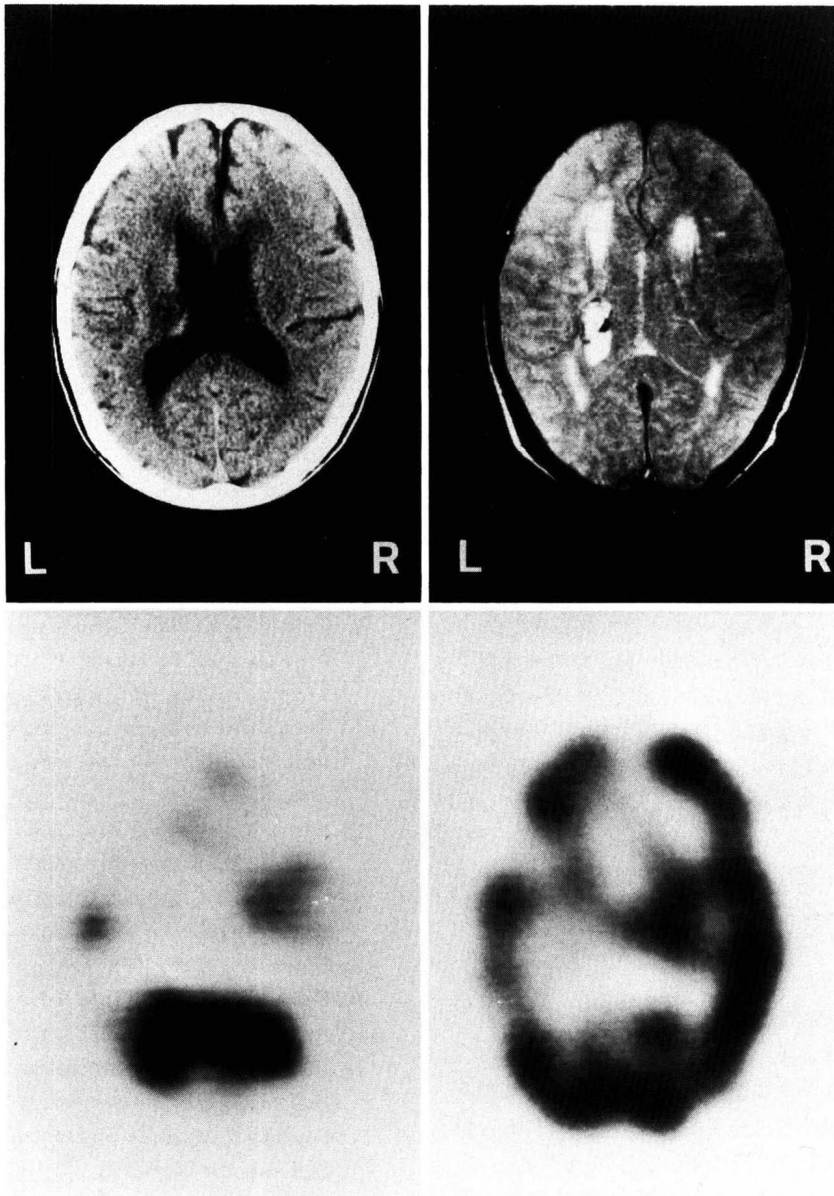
症例16 (H群) のCT, MRI (SE : 1,500ms/80ms), SPECT (slice I, II)
